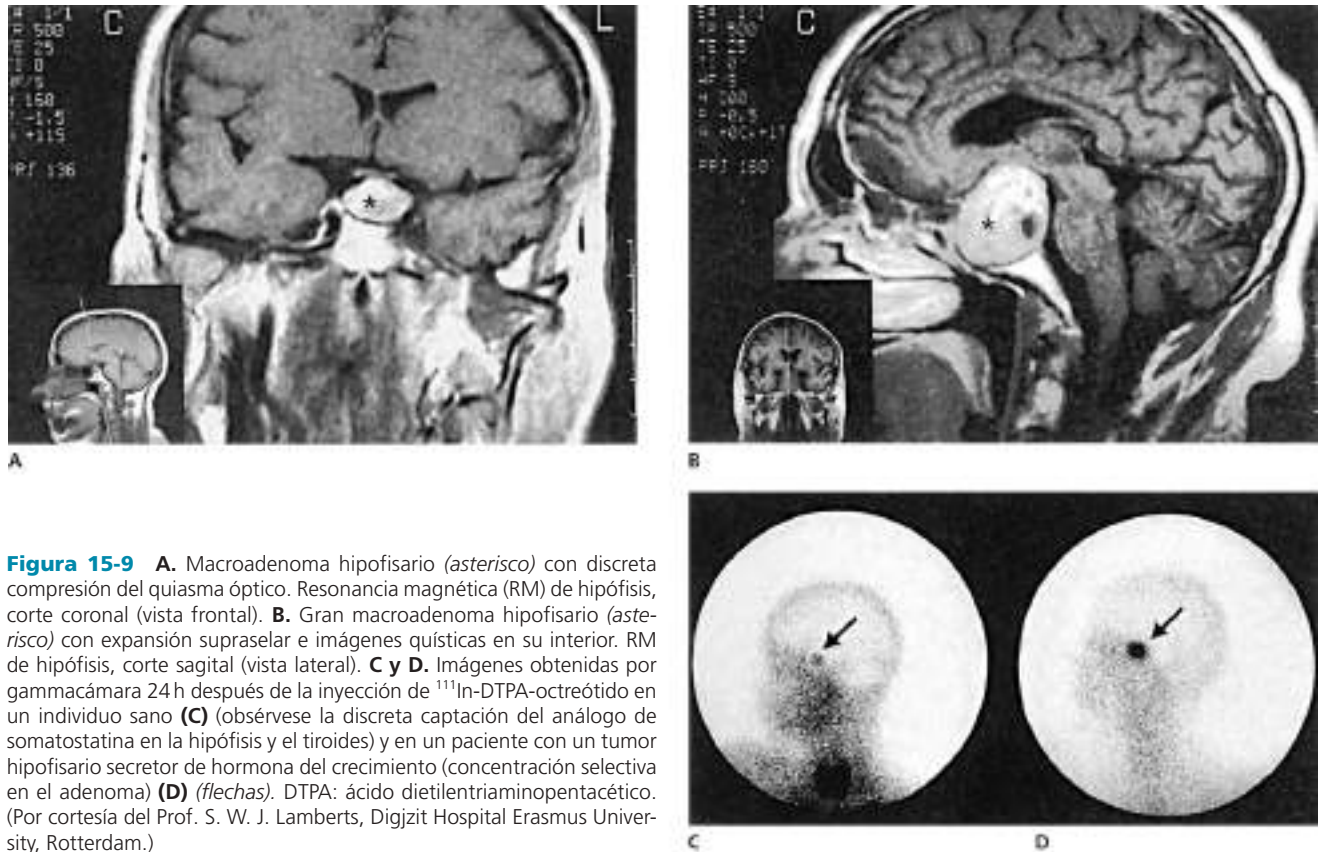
A. Macroadenoma hipofisario (asterisco) con discreta compresión del quiasma óptico. Resonancia magnética (RM) de hipófisis, corte coronal (vista frontal). B. Gran macroadenoma hipofisario (asterisco) con expansión supraselar e imágenes quísticas en su interior. RM de hipófisis, corte sagital (vista lateral). C y D. Imágenes obtenidas por gammacámara 24 h después de la inyección de ^{111}In -DTPA-octreótido en un individuo sano (C) (obsérvese la discreta captación del análogo de somatostatina en la hipófisis y el tiroides) y en un paciente con un tumor hipofisario secretor de hormona del crecimiento (concentración selectiva en el adenoma) (D) (flechas). DTPA: ácido dietiltriainopentacético. (Por cortesía del Prof. S. W. J. Lamberts, Digjizit Hospital Erasmus University, Rotterdam.)
